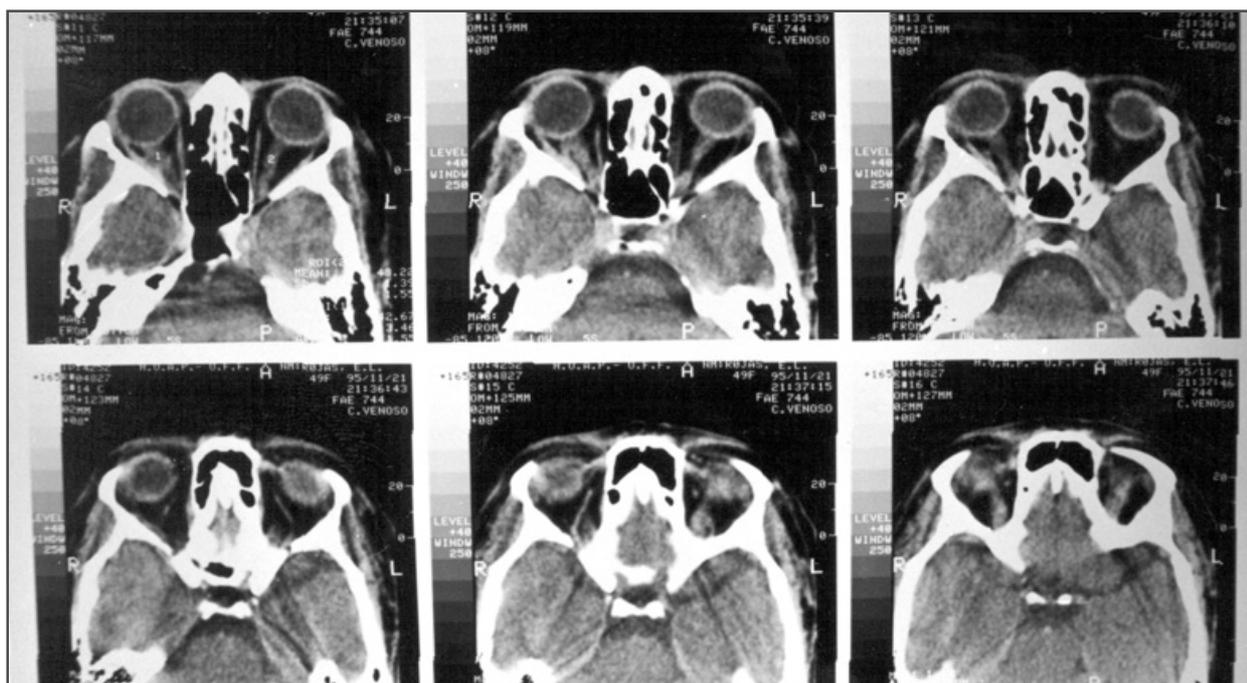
Tomografia computadorizada de controle seis meses após o diagnóstico e tratamento com quimio e radioterapia. Simetria dos globos oculares, leve espessamento do músculo reto lateral e do nervo óptico direito
